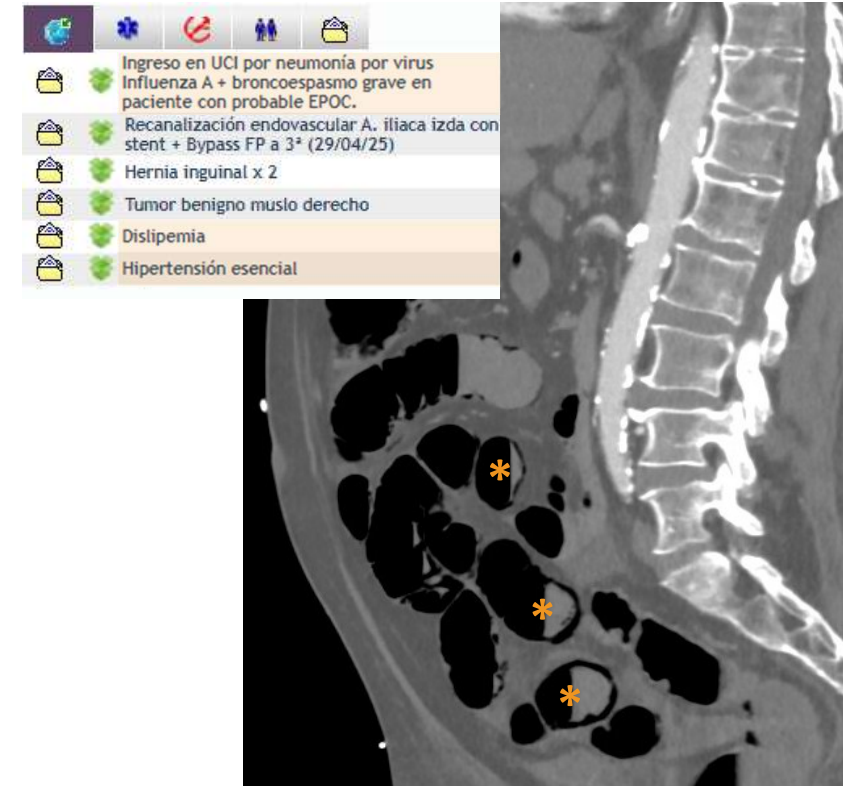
Corte sagital de TC abdominopélvica, de paciente ingresado en la UCI por una neumonía, con abundante ateromatosis calcificada en todo el eje aortoiliaco entre otros factores de riesgo cardiovascular. Este conjunto de circunstancias es el que termina por llevarle a un cuadro de NOMI con extensa neumatosis intestinal sugestiva de necrosis (asteriscos naranjas).
